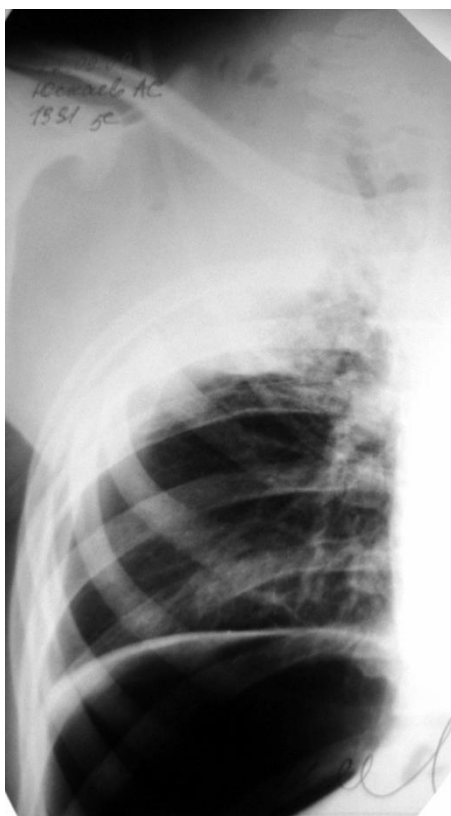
Рентгенограмма правого легкого больного Ю. в 1-й день после операции.
